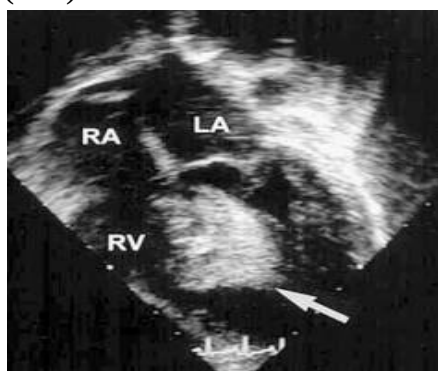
(169) Échographie trans-oesophagienne montrant une masse homogène (flèche) attenante au septum interventriculaire et faisant protrusion au niveau du ventricule gauche.
